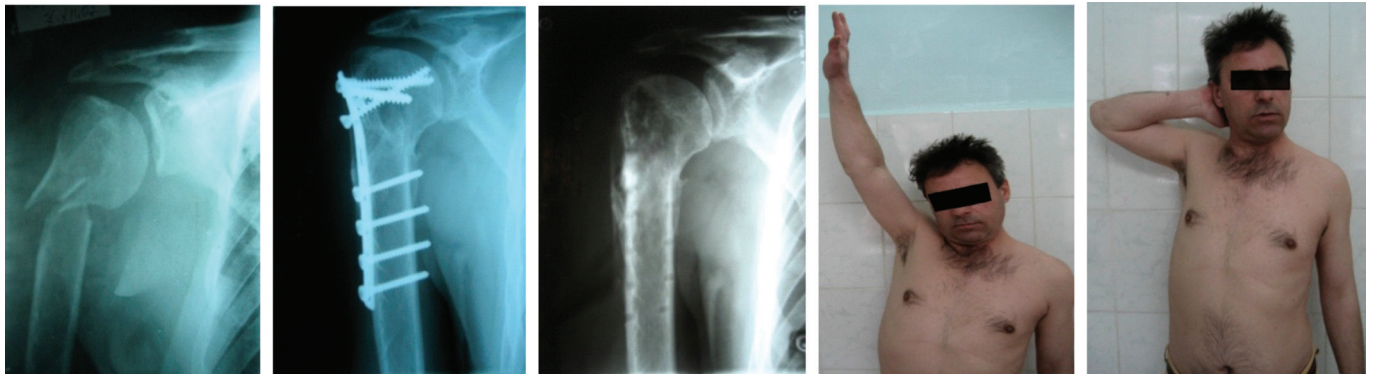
Pacientul A. cu fractura humerusului proximal Neer cu 2 părți; radiografii preoperatorii, radiografii cu fractura consolidată până și după ablația fixatoarelor metalice și rezultatul funcțional la 1,5 ani.
